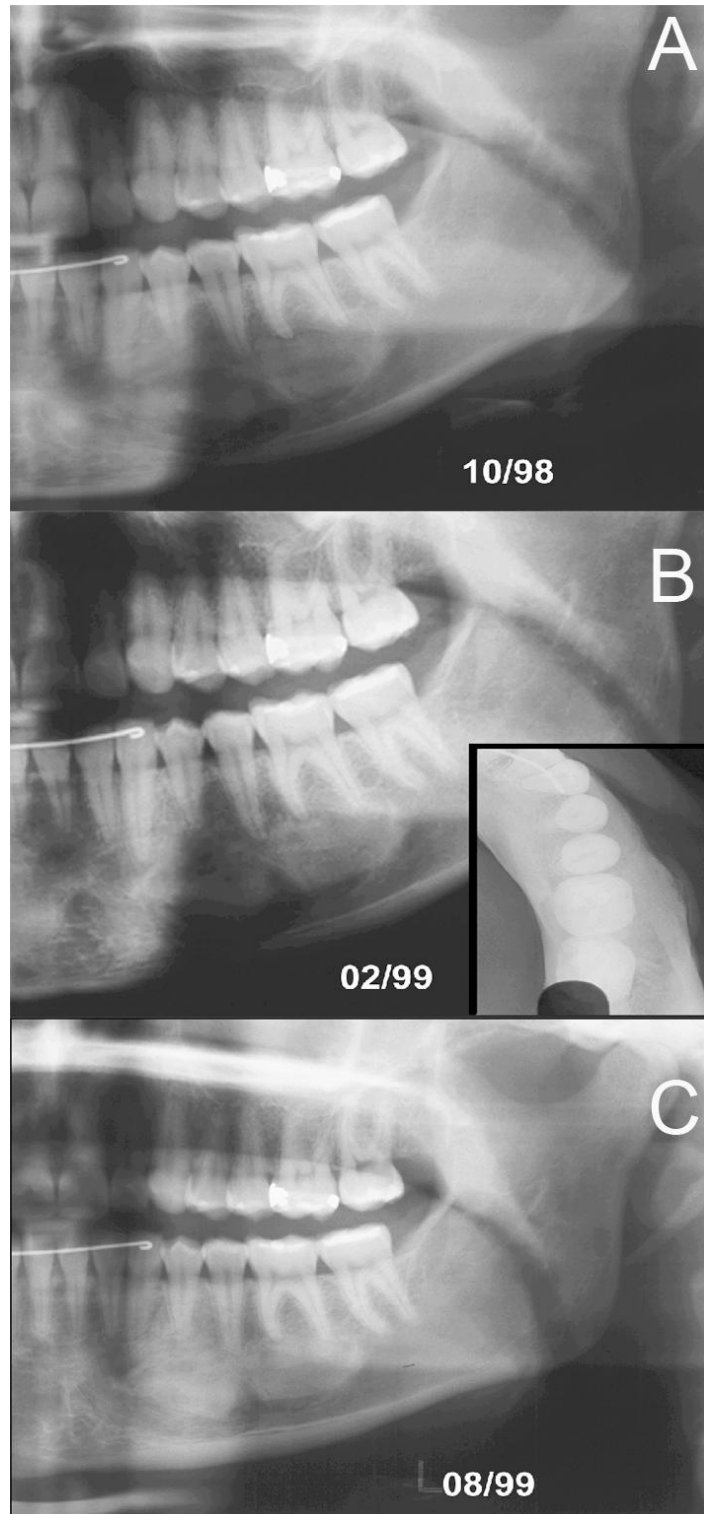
A: Após intervenção cirúrgica com preenchimento da cavidade com hidroxiapatita. B, C: radiografias de controle pós-operatório evidenciando a completa reparação óssea.
